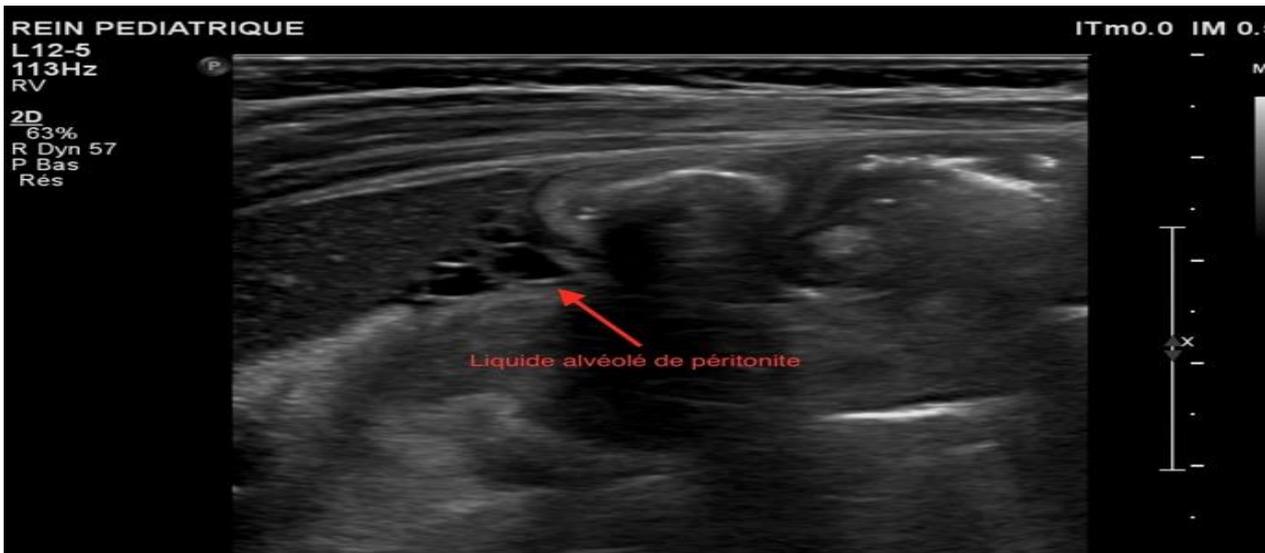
Des images échographiques montrant une péritonite sur perforation d'appendicite pelvienne
